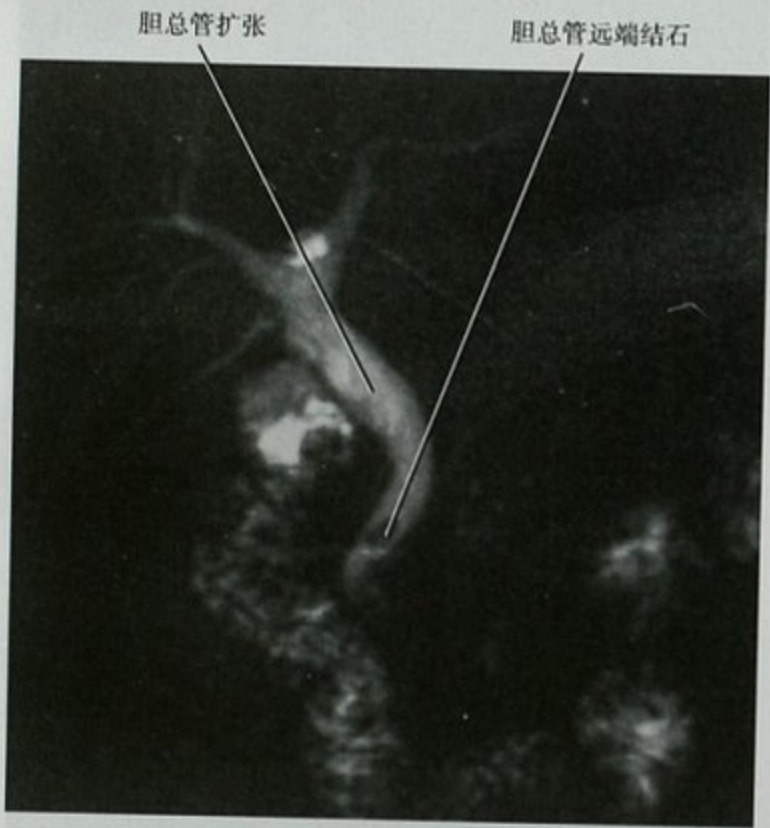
冠状位,厚层 MRCP 图像显示胆囊切除术后,残留胆总管远端结石,超声检查可见胆总管扩张,但未显示结石
